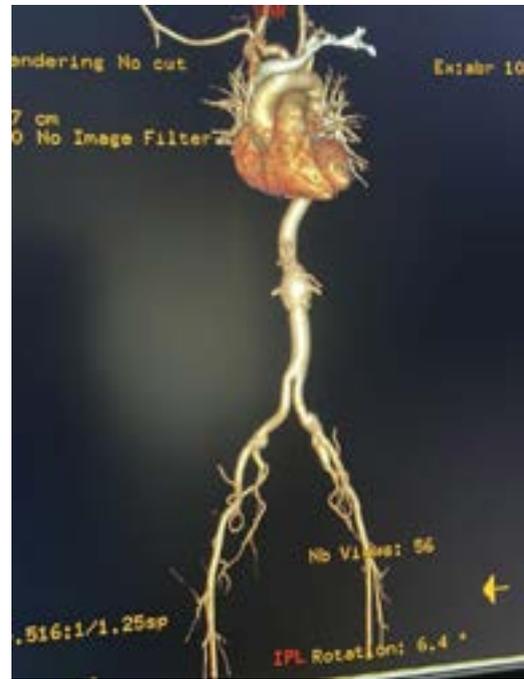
Angiotomografía abdominal posoperatoria.
